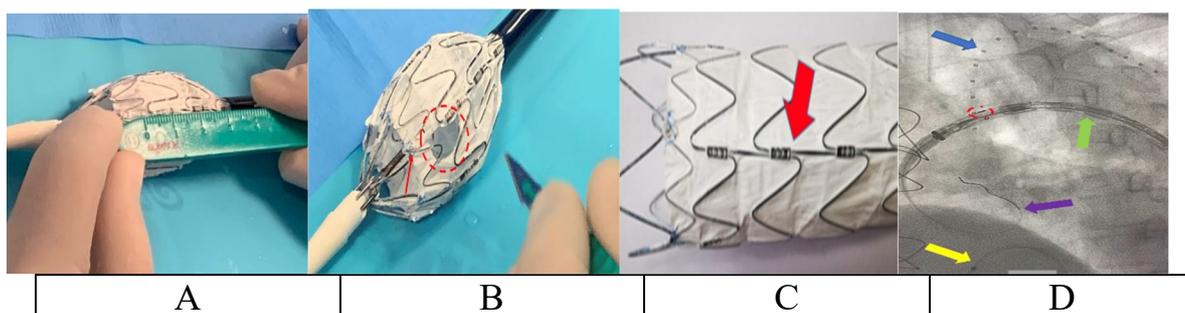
А) Частичное раскрытие стент-графта. В) Фенестрация выполняется после рентгенконтрастного маркера – «о» (стрелкой указан рентгенконтрастный маркер – «о»). Круглым штрихом указано место выполняемой фенестрации стент-графта). С) Рентгеноконтрастный маркер «стойка». Стрелкой указан рентгенконтрастный маркер – «стойка». Д) Стент-графт, доставленный в нисходящий отдел аорты, этап раскрытия стент-графта.
